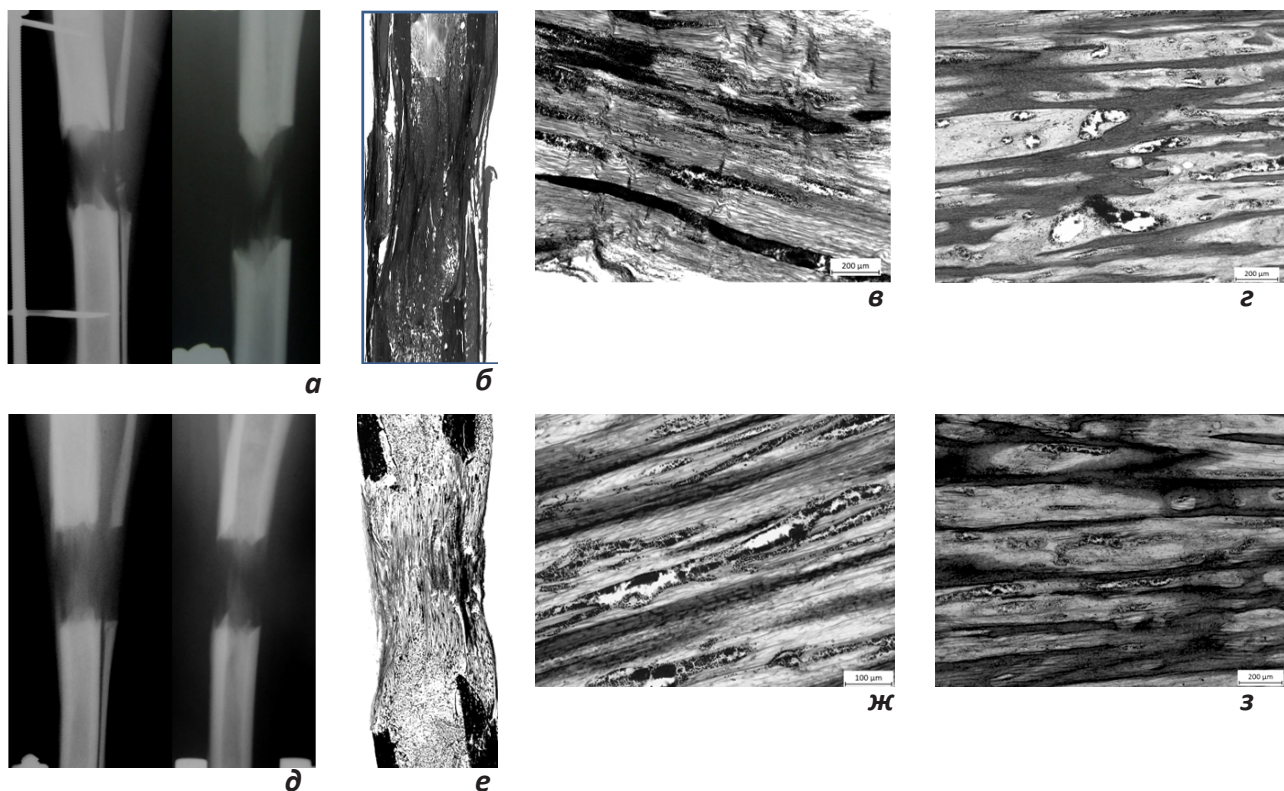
Особенности строения регенерата по окончании периода distraction. А, д - рентгенограммы регенерата большеберцовой кости. Б, е - гистотопограммы продольного распила диафиза большеберцовой кости. Окраска по Ван-Гизону. Увеличение - 1,5х. В, ж - микрофото зоны соединительнотканной прослойки. Г, з- микрофото проксимального костного отдела регенерата. Увеличение -100х. Окраска по Массону.
